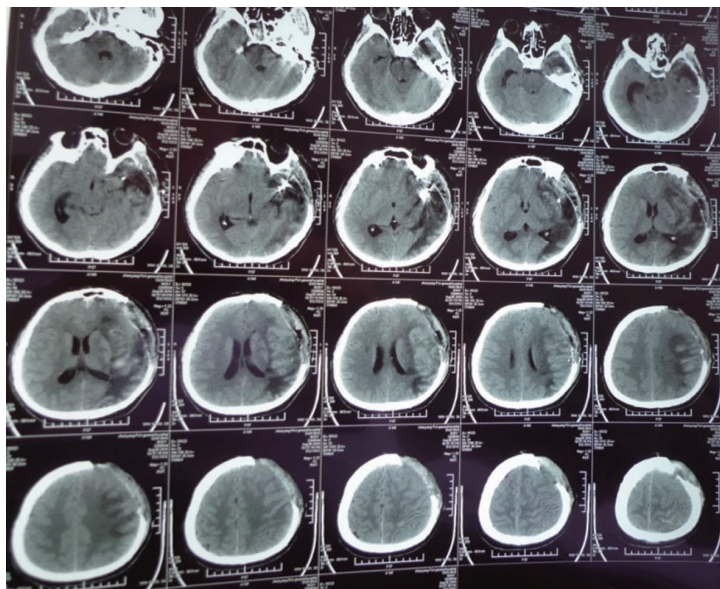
术后 13 d 头颅 CT, 梗死区周围的脑组织水肿明显好转, 中线结构无移位
